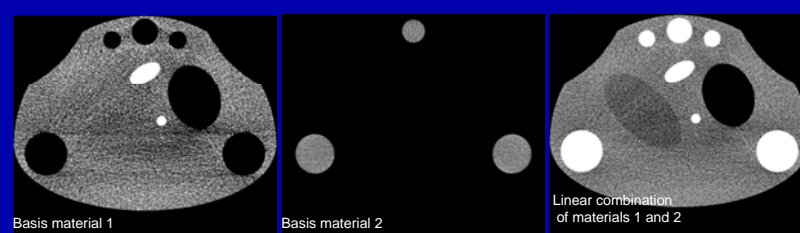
Zwei-Spektren-CT mit Mikro-CT erlaubt die getrennte Messung und Darstellung unterschiedlicher Materialien und beliebige Kombinationen dieser Daten.
